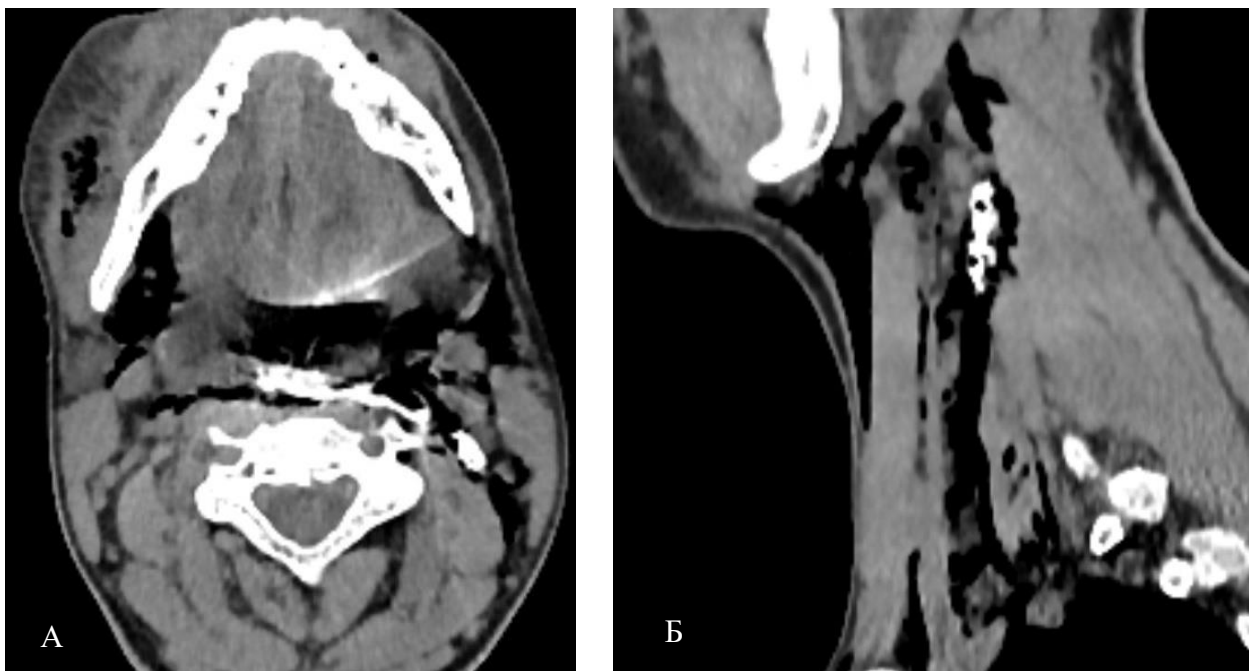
СКТ шеи с глотком водорастворимого контрастного препарата у пациента К. Затекание контраста за пределы пищевода: А – аксиальный срез; Б – саггитальный срез
